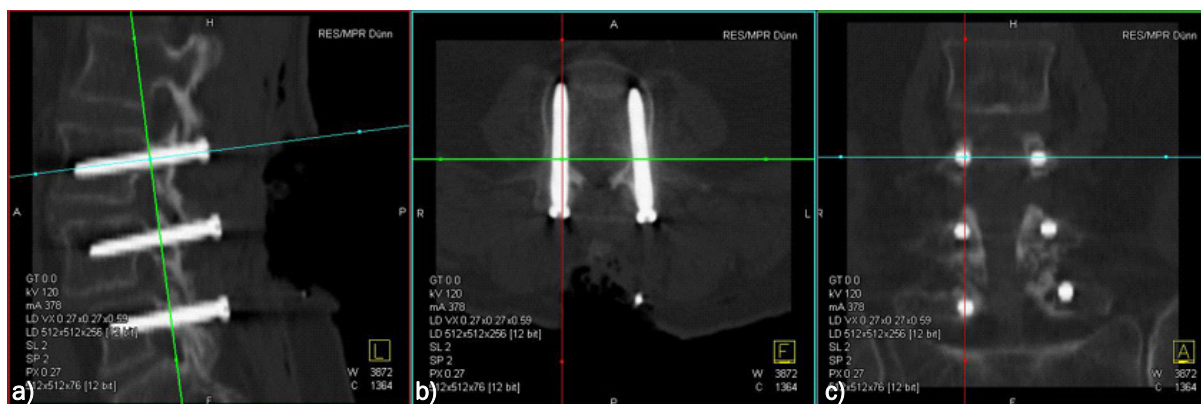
CT Auswertung der Schraublage a) sagittale b) axiale c) coronare Schnittebene
